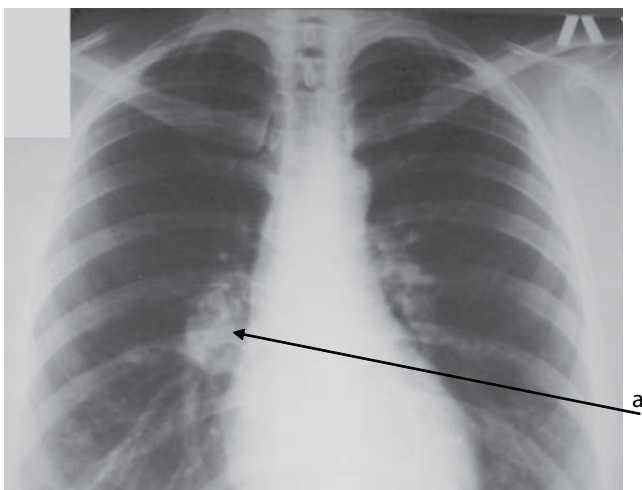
Оглядова рентгенографія органів грудної порожнини. а — розширені корені легень.
